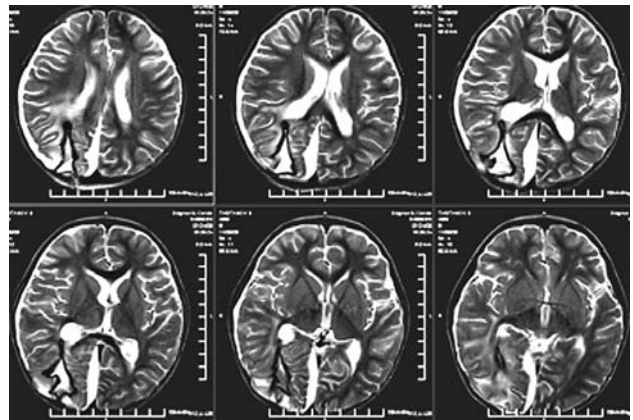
МРТ больного через 5 дней после дренирования гнойника (серия срезов): в проекции бывшего гнойника определяется неправильной формы полость, примыкающая к заднему рогу правого бокового желудочка. Сохраняется зона перифокального отека. Смещение структур средней линии в пределах допустимых колебаний.
